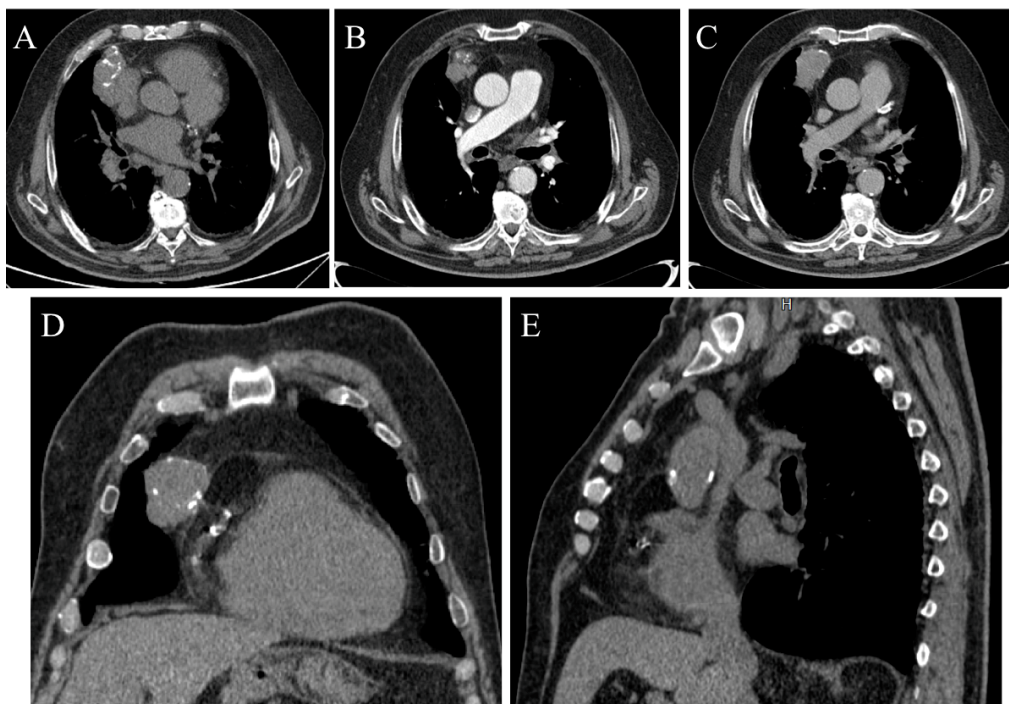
Timoma visualizzabile nelle tre fasi dinamiche dello studio TC con mdc, ottenute secondo il piano assiale (basale figura A, arteriosa figura B e portale figura C), e nelle riformattazioni coronali (figura D) e sagittali (figura E). Presenza di una massa di tessuto solido con calcificazioni nel contesto localizzata in regione paracardica destra, vicino l'angolo cardio-frenico, strettamente adesa al pericardio.
